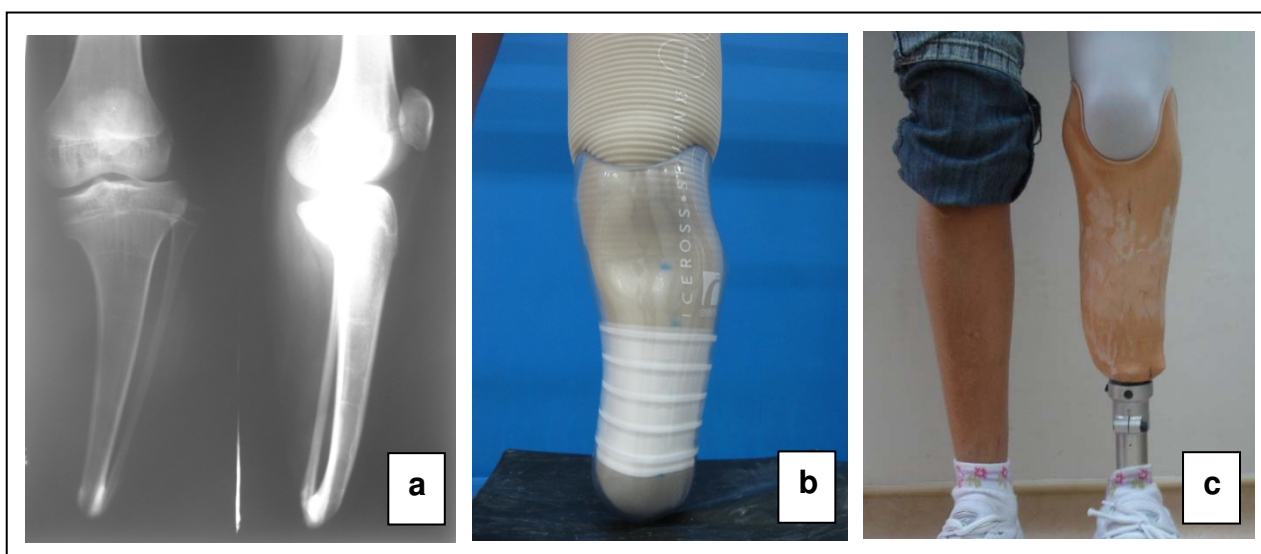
Radiografias em AP e Perfil com periosteoplastia tibio-fibular
